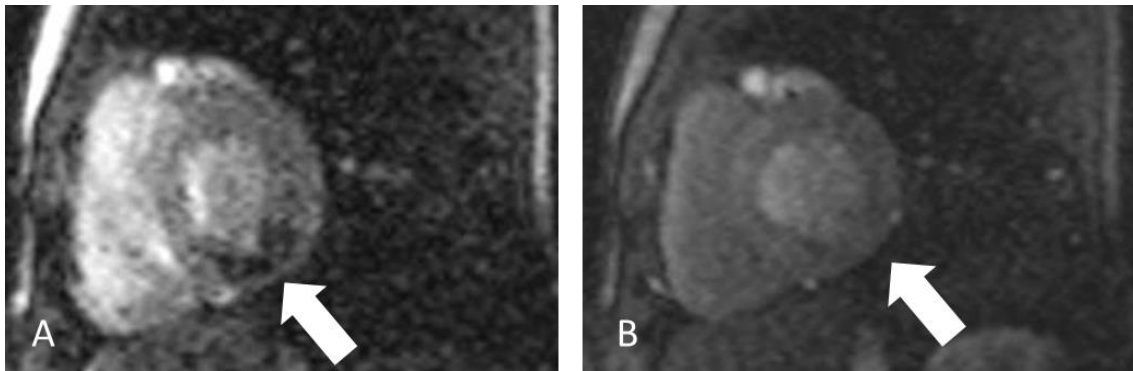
Kardiale MRT-Untersuchung eines 3-jährigen Jungen acht Wochen nach RF-Ablation.
